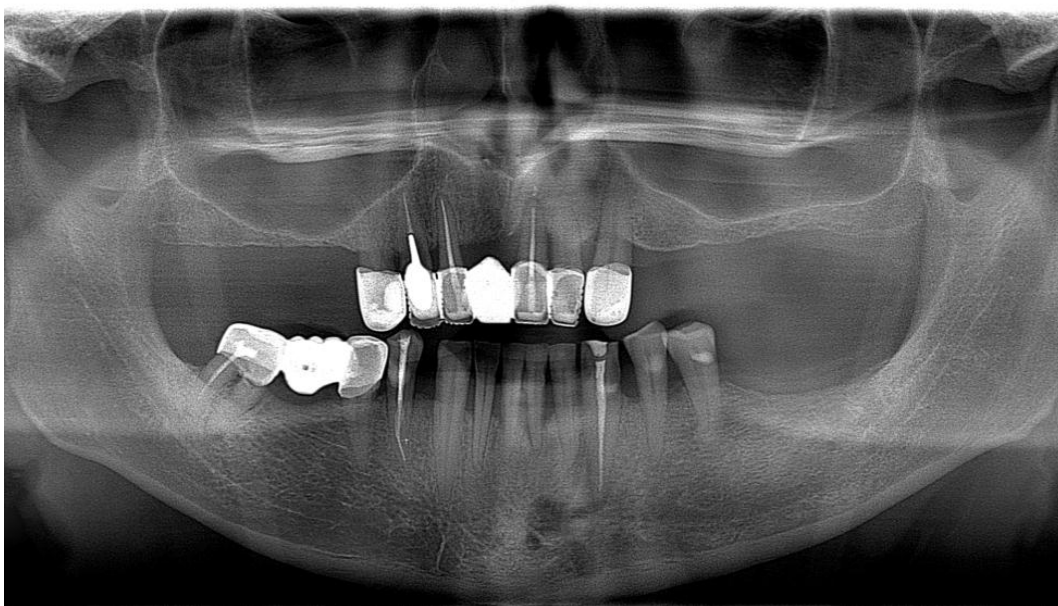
Ортопантомограма пацієнта К.В., 61 рік. Медична карта № 1/40107. Нерівномірна резорбція кістки в різних відділах сягає 1/2-2/3 довжини коренів зубів. Контури кортикальної пластинки не простежуються.
